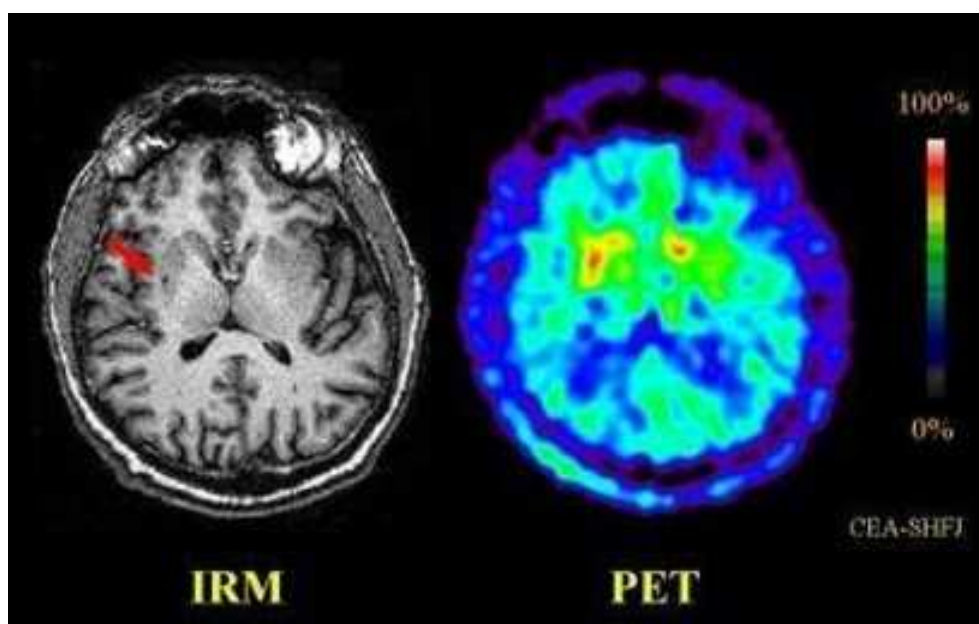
11.- Comparativa imágenes IRM-PET
